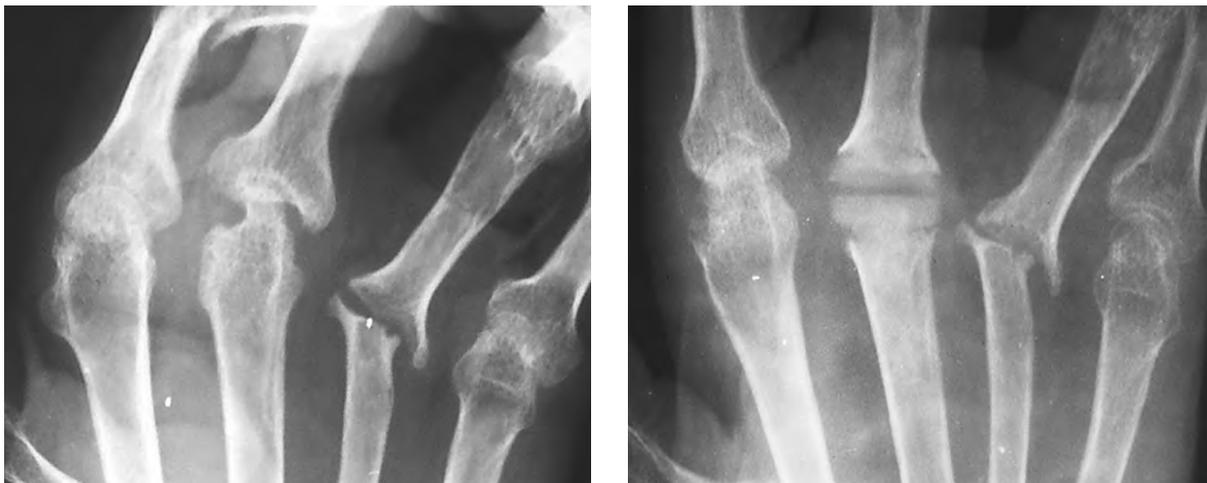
Рентгенограми хворої до та після ендопротезування третього п'ястково-фалангового суглоба
